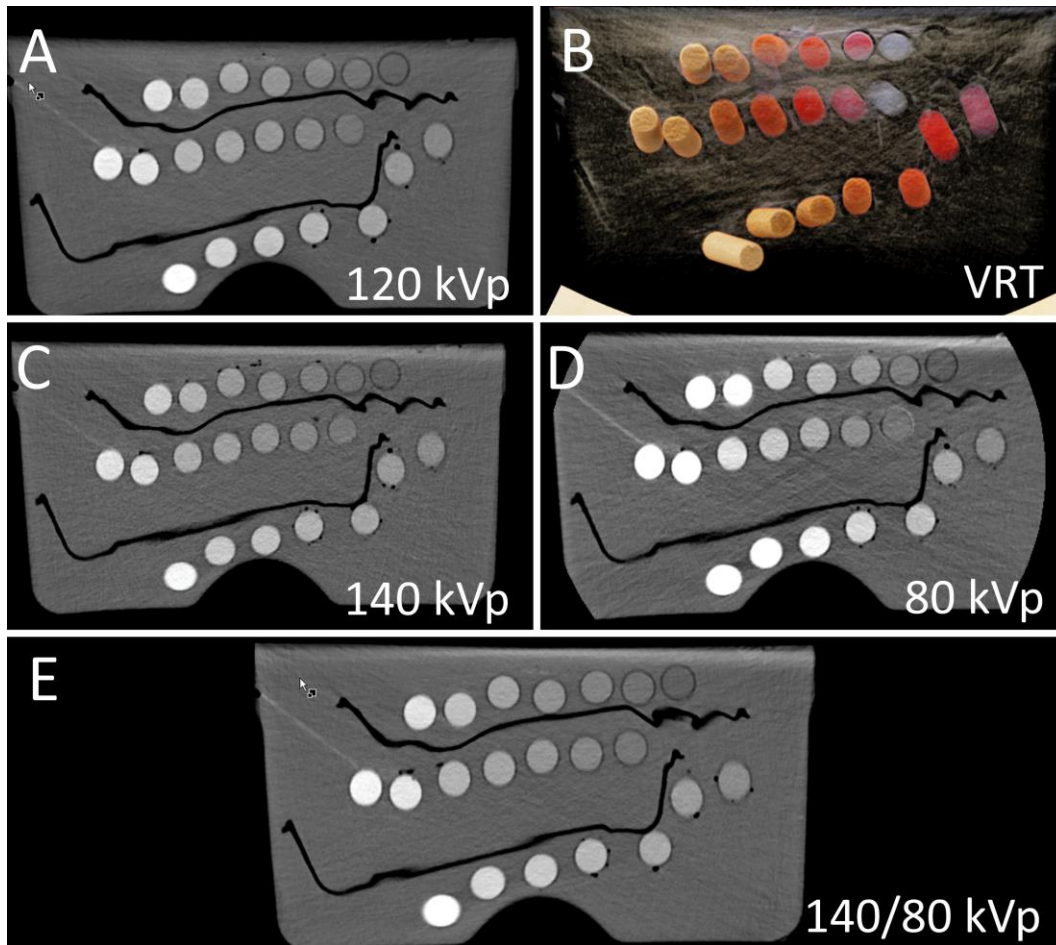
koronare Rekonstruktion des Phantoms A bei unterschiedlichen Röntgenspannungen: A: single energy 120 kVp; B: volume rendering technique; C: single energy 140 kVp ohne Zinnfilter; D: single energy 80 kVp ohne Zinnfilter; E: dual source dual energy 140/80 kVp
